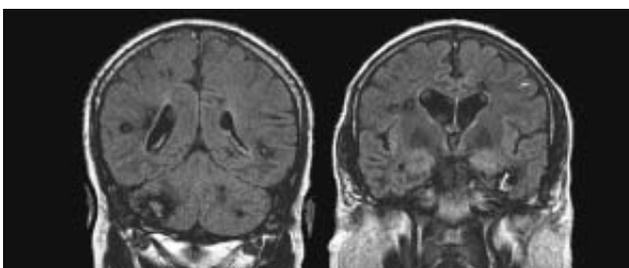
FLAIR en plano coronal. Se identifican las dos lesiones de mayor tamaño (una en hemisferio cerebeloso derecho y otra temporal izquierda) que presentan un centro hiperintenso heterogéneo y un halo completo hipointenso; numerosas lesiones de muy pequeño tamaño y similar aspecto distribuidas al azar tanto en área supratentorial como infratentorial.
